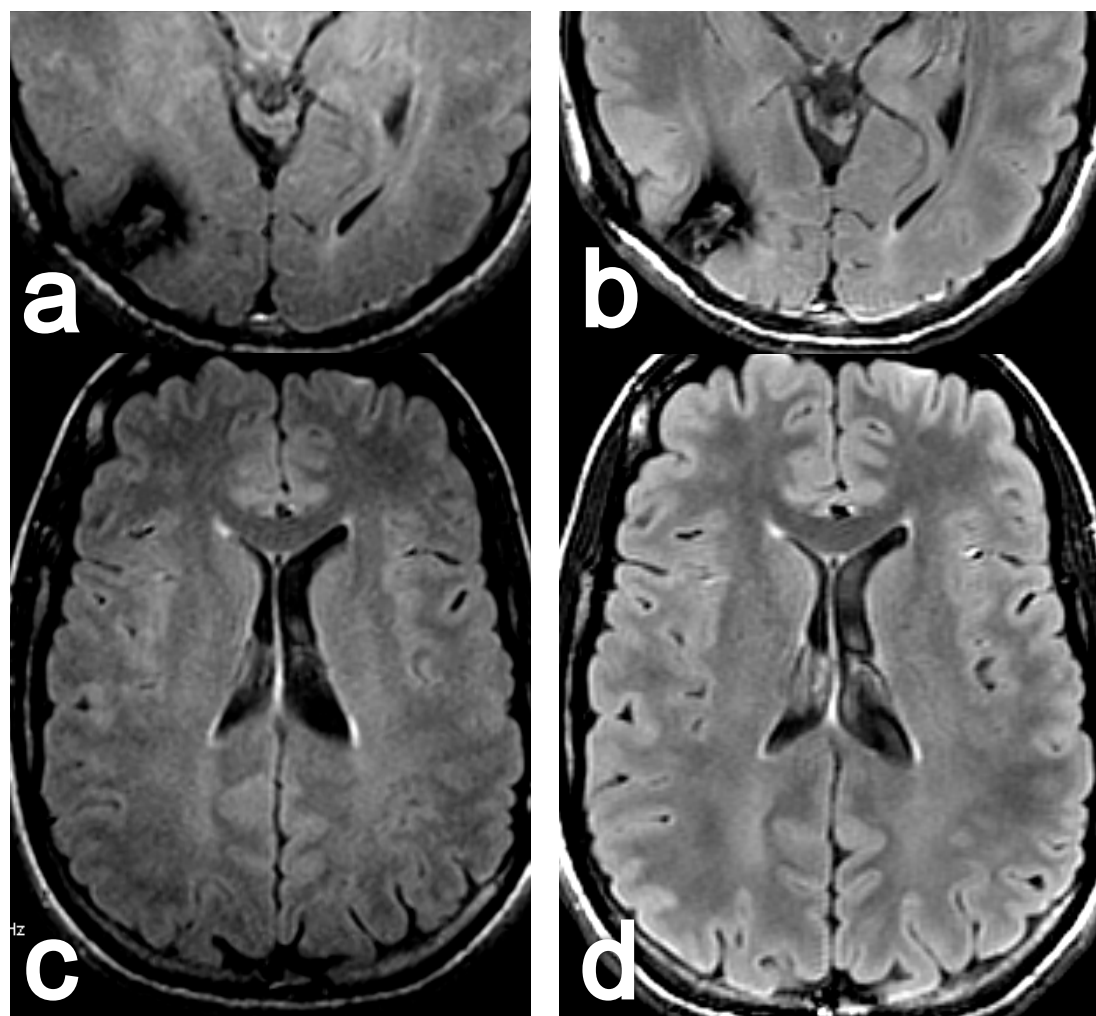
Ejemplo de mejoría de relación señal-ruido en antena multicanal. Cavernoma occipital derecho estudiado con secuencia FLAIR en 1,5T (a) y en 3T (b). Corte axial con secuencia FLAIR realizada en 1,5T (c) y en 3T (d) utilizando el mismo tiempo de exploración y parámetros similares de adquisición, que muestra la mejoría de relación señal-ruido en 3T.
